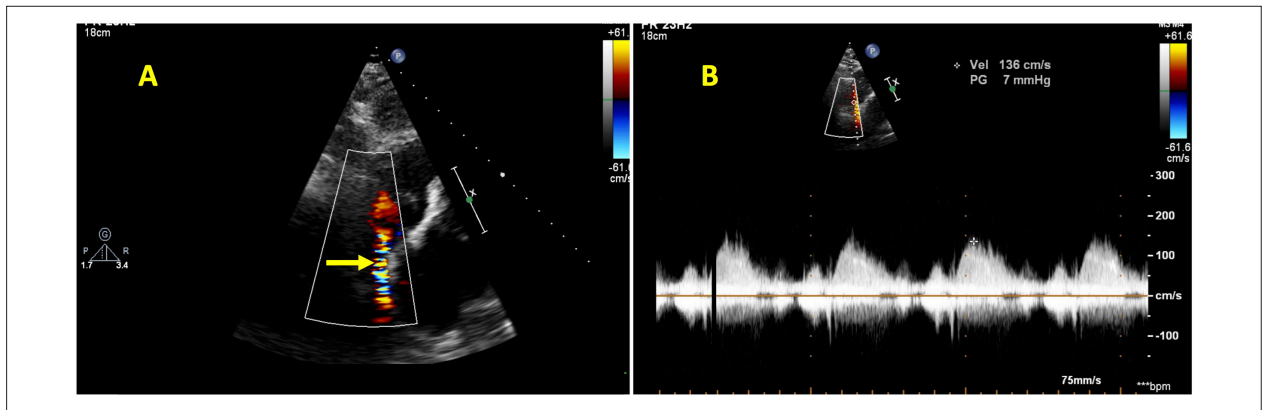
A) Imagem ecocardiográfica em incidência subcostal mostrando fluxo turbulento ao mapeamento de fluxo a cores da VCS, 1 dia após a ablação. B) Traçado da curva de Doppler contínuo mostrando velocidade aumentada na VCS. VCS: veia cava superior.
